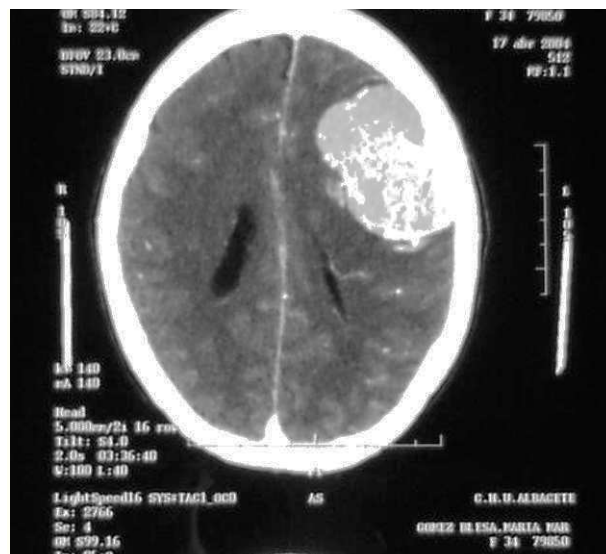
Tomografía computarizada en plano coronal.
